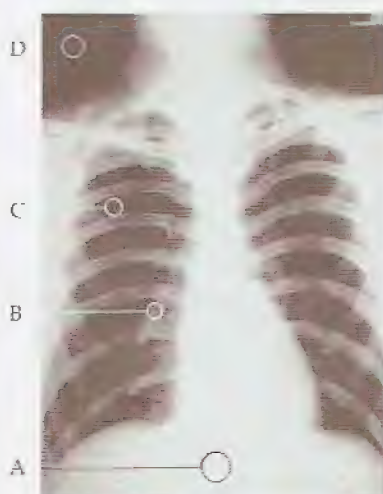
Radiografia do tórax mostrando os diversos graus de densidade radiológica. Ver texto para detalhes. (De Glasser, 1944, p. 1282.)
